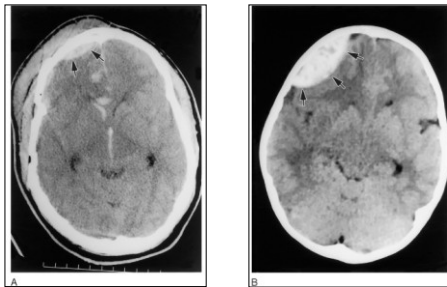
Examples (A, B-arrows) of epidural hematomas in CT scans on the patient's right side. The smaller lesion in A is obviously of traumatic origin; this patient has soft tissue damage, a fractured skull, blood in the substance of the brain, and blood in the anterior horn of the lateral ventricle and in the third ventricle. The cause of the larger lesion (B) is not obvious.
